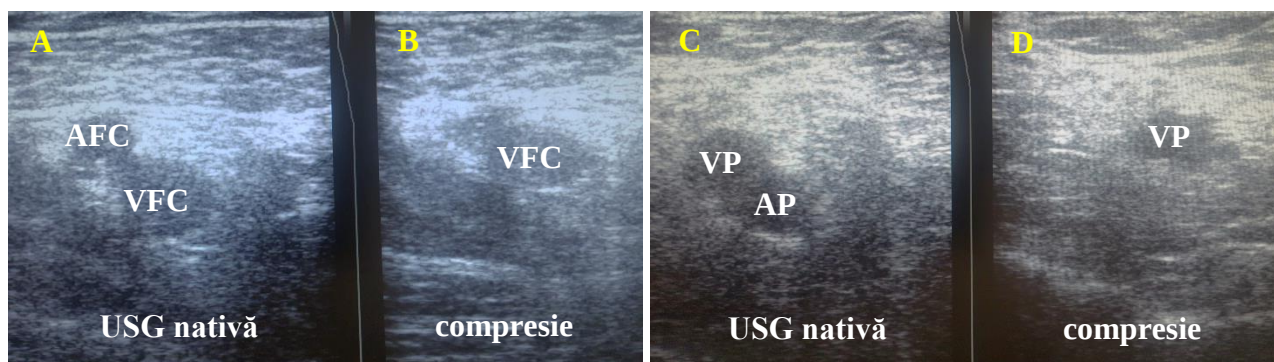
Imagini captate în timpul ultrasonografiei cu compresie la un pacient cu tromboza axului venos ilio-femuro-popliteu de dreapta
